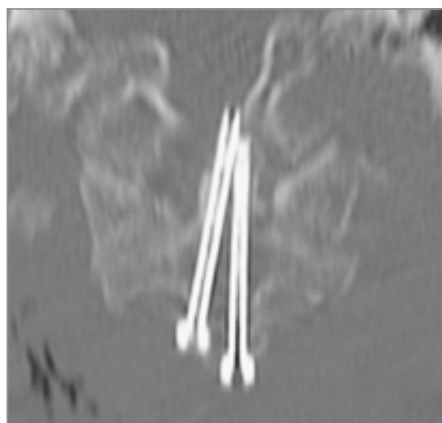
Gleicher Patient, CT – Densschraube
